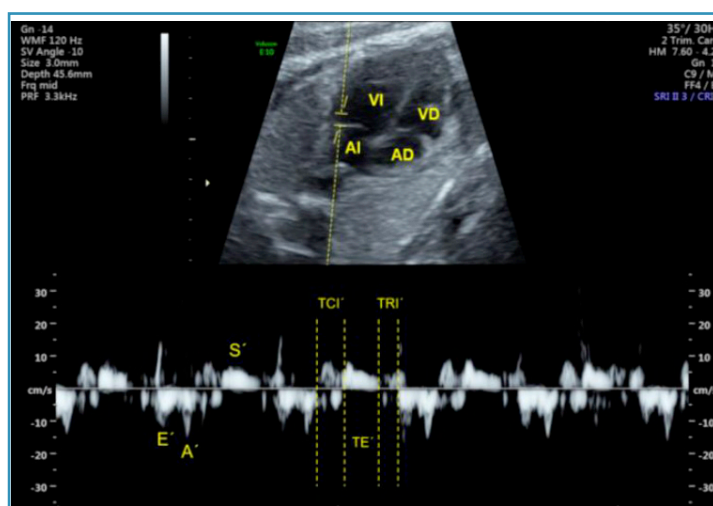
Plano de cuatro cámaras en proyección apical. Espectro obtenido mediante Doppler tisular a nivel izquierdo. Cursor en la porción basal de la pared libre del VI, justo por debajo del anillo mitral. Se obtienen tres ondas: onda S', onda E' y onda A'. A partir de este espectro, también podremos calcular el Tei-Index mediante Doppler tisular (MPI'), con el tiempo de contracción isovolumétrica (TCI'), el tiempo de eyección (TE') y el tiempo de relajación isovolumétrica (TRI'). AD: aurícula derecha. AI: aurícula izquierda. VI: ventrículo izquierdo. VD: ventrículo derecho.
